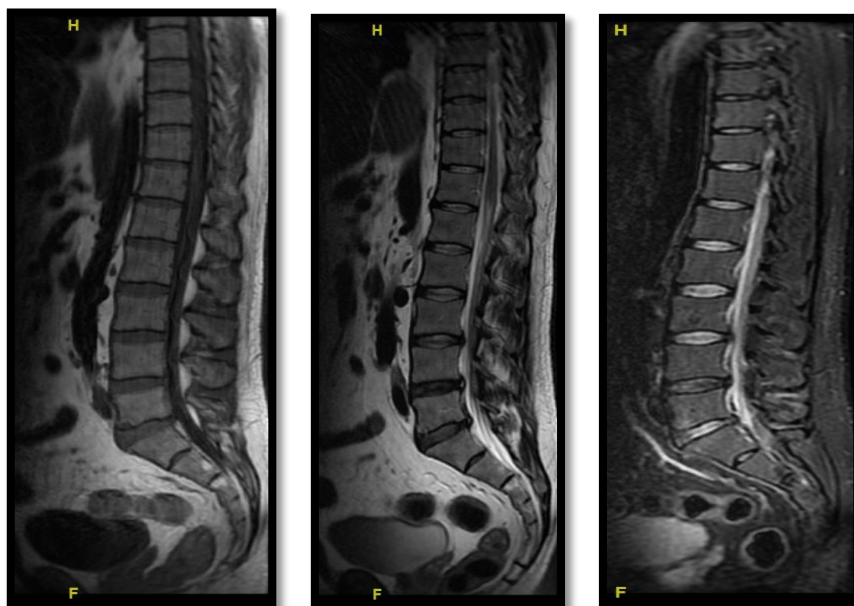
RMN lumbar. Secuencia T1, T2 y STIR (1ª, 2ª y 3ª imagen respectivamente): sin signos de edema óseo o colecciones que sugieran espondilodiscitis aguda.
